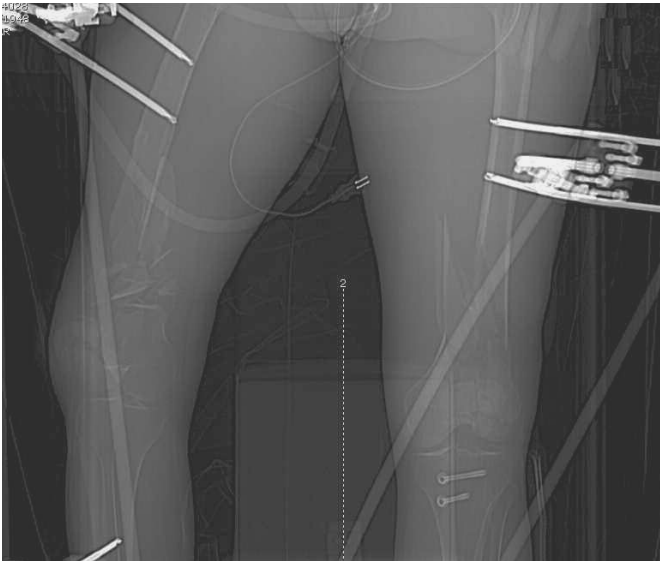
Esempio di TC articolare in "ligamento tassi"
